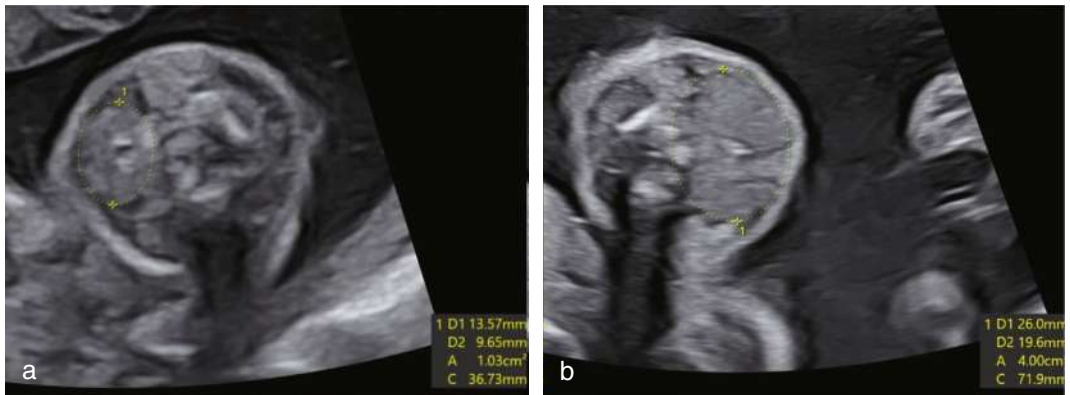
Échographies de thyroïdes fœtales dans un plan axial chez deux fœtus différents à 23 semaines d'aménorrhée.
